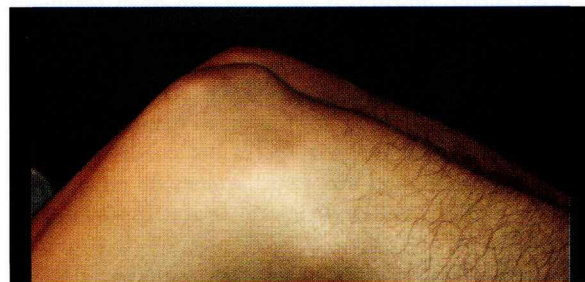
En rodilla derecha se observa rótula alta, en Rx índice de Insall aumentado y en RMN ausencia de tendón rotuliano en lesión crónica.
